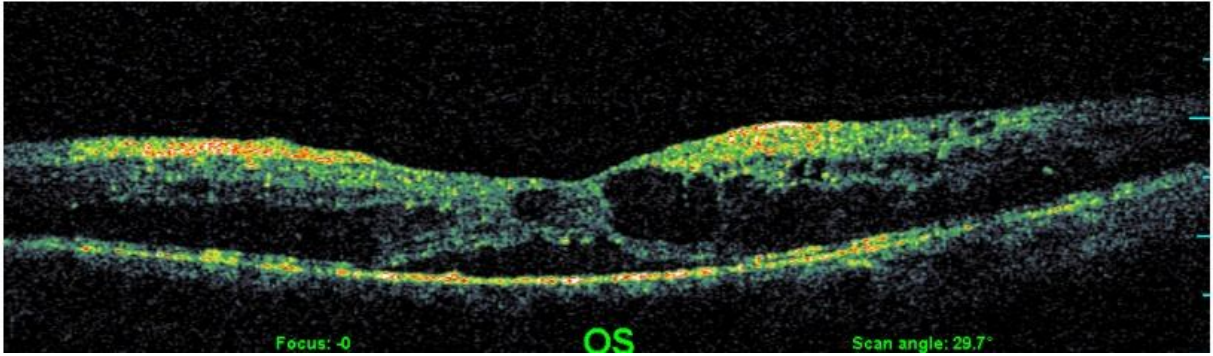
Diffüz retina kalınlaşmasının (DRK) optik koherens tomografi (OKT) görüntüsü
